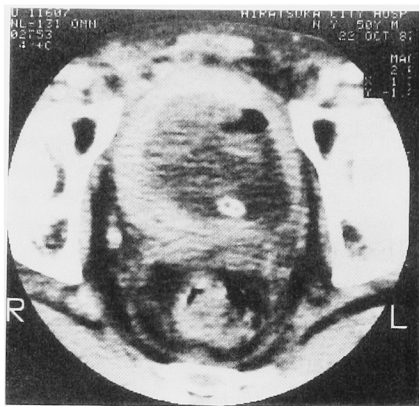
The entire bladder wall revealed marked-thickening on Pelvic CT scan.
